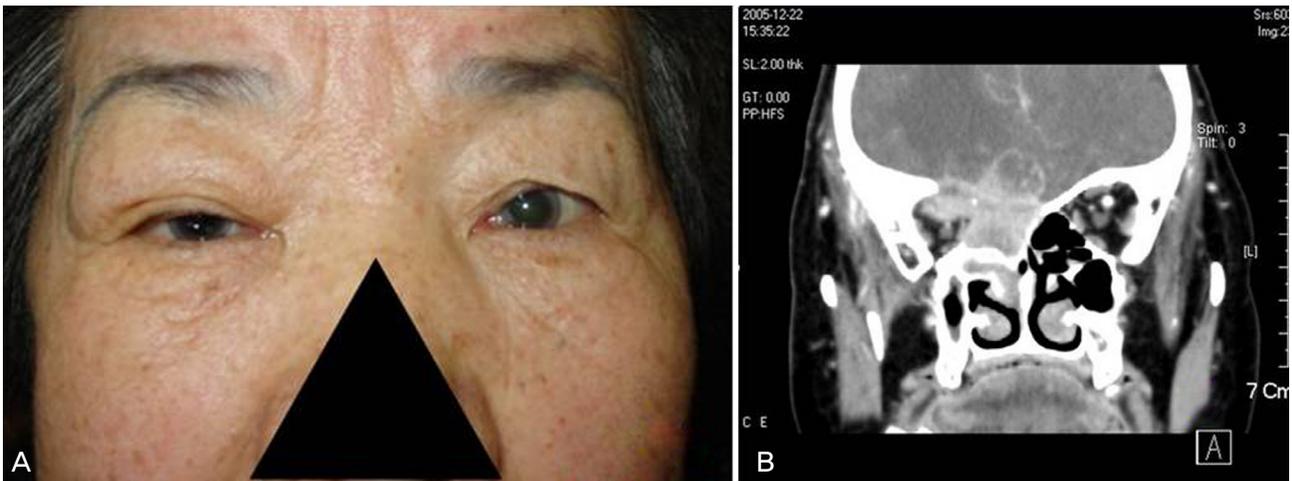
(A) She first visited the ophthalmic clinic with mild Rt. exophthalmos. The diagnosis was delayed for 4 month due to nonspecific ocular pain . (B) Computer tomography finding at the diagnosis. The malignant tumorous lesion turned out to be ethmoidal sinus squamous cell carcinoma.
